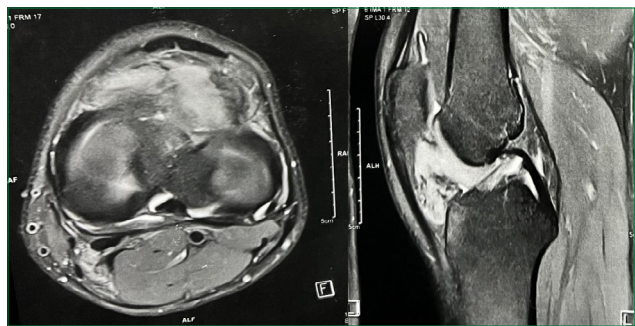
Corte axial à esquerda e sagital à direita, de ressonância magnética de joelho esquerdo, evidenciando formação nodular expansiva intra-articular, heterogênea, com áreas de baixo sinal em todas as sequências e realce pós-contraste, de contornos lobulados e parcialmente definidos, localizada no espaço entre a gordura de Hoffa e a margem anterior da epífise tibial, medindo 7,1x5,3x3,2cm, e de aspecto sugestivo de sinovite vilonodular pigmentada.
